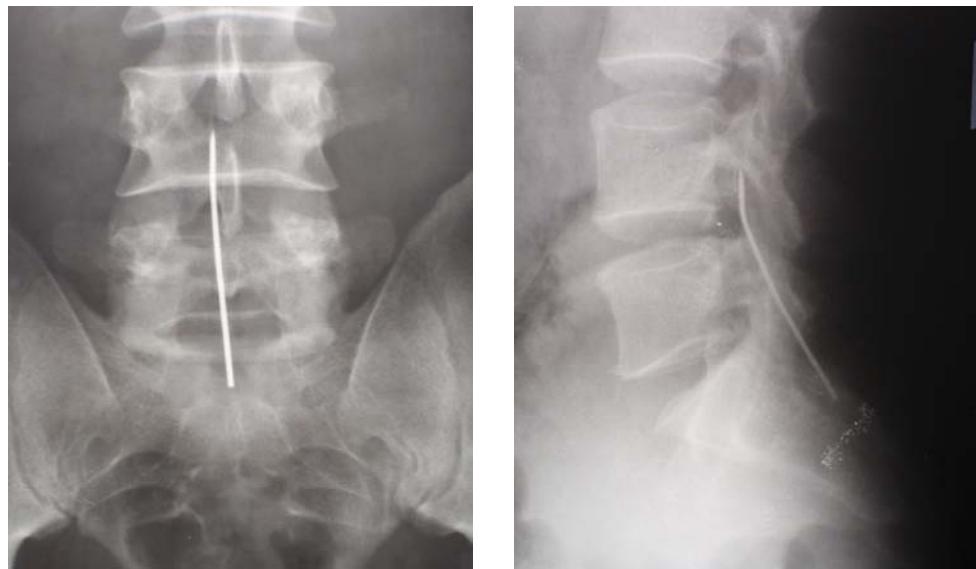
Рентгенограммы пояснично-крестцового отдела позвоночника больного В. Инородное тело – обломок спицы Киршнера
